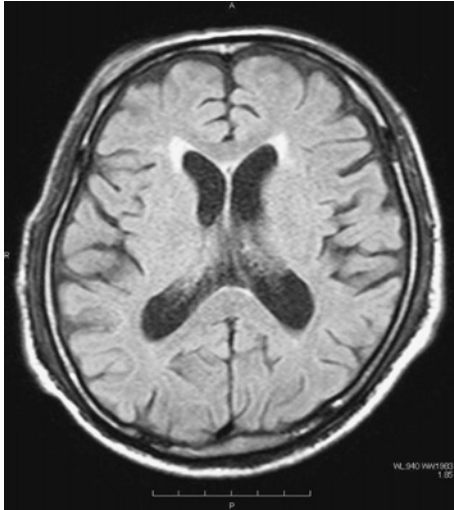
Head MRI findings on 5 days after admission (fluid attenuation inversion recovery)
